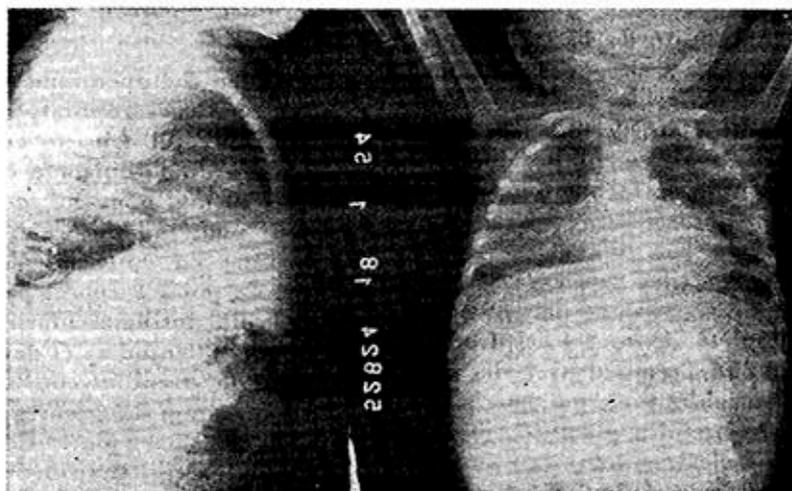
Radiografía de pulmones mostrando imagen de granulia.
